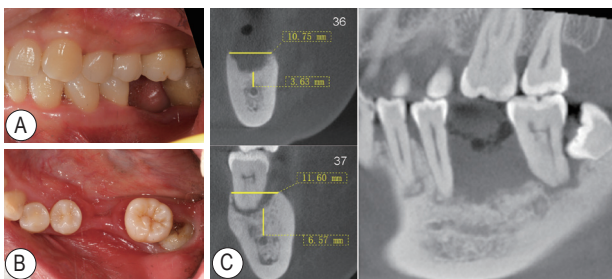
左侧术前口内照及放射线检查 A：咬合观；B：殆面观；C：锥形束CT截图
